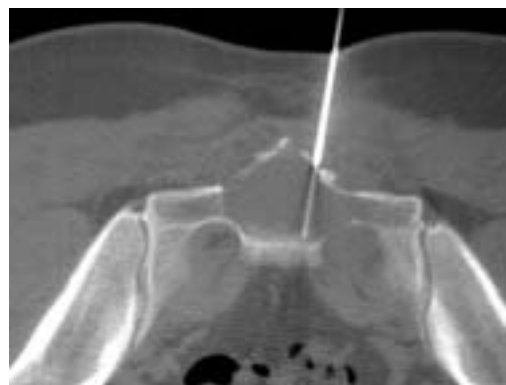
Técnica coaxial en corte de TC
